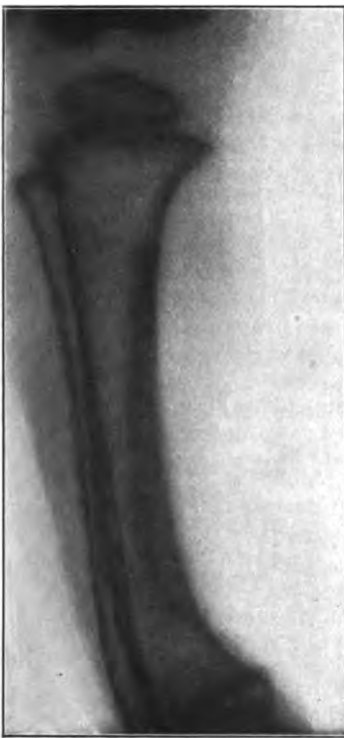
Röntgenbild eines Crus varum vor der Operation; der Knochen ist sehr kalksalzarm.
